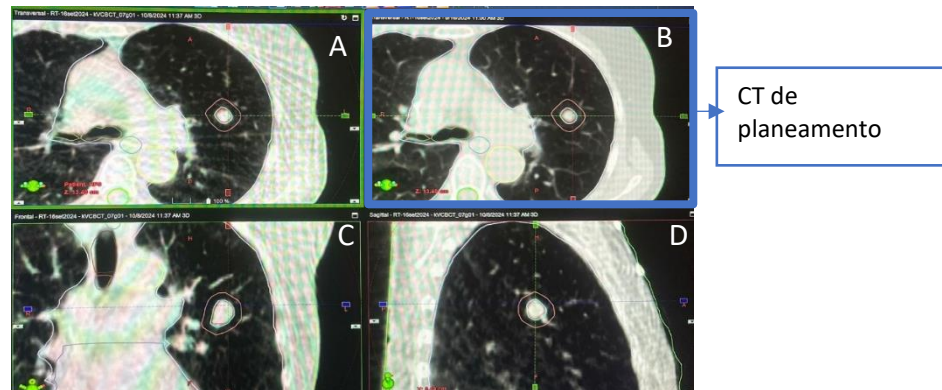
Imagem de CBCT de NM do Pulmão em diferentes planos anatómico: axial (A), coronal(C) e sagital(D). Imagem de CT de planeamento axial (B), respetivamente.
